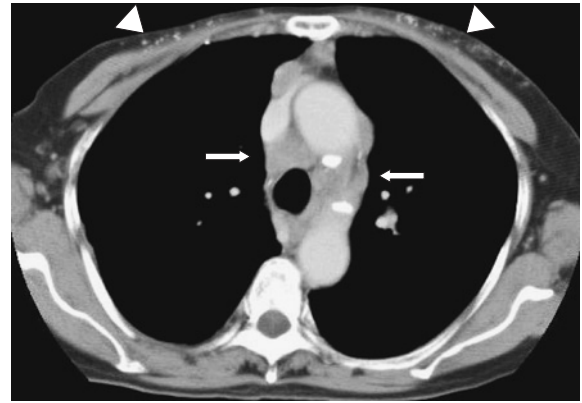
Chest computed tomography scan on admission showed multiple enlarged mediastinal lymph nodes (arrows) and bilateral multiple subcutaneous small nodules in the chest wall (arrow heads).
